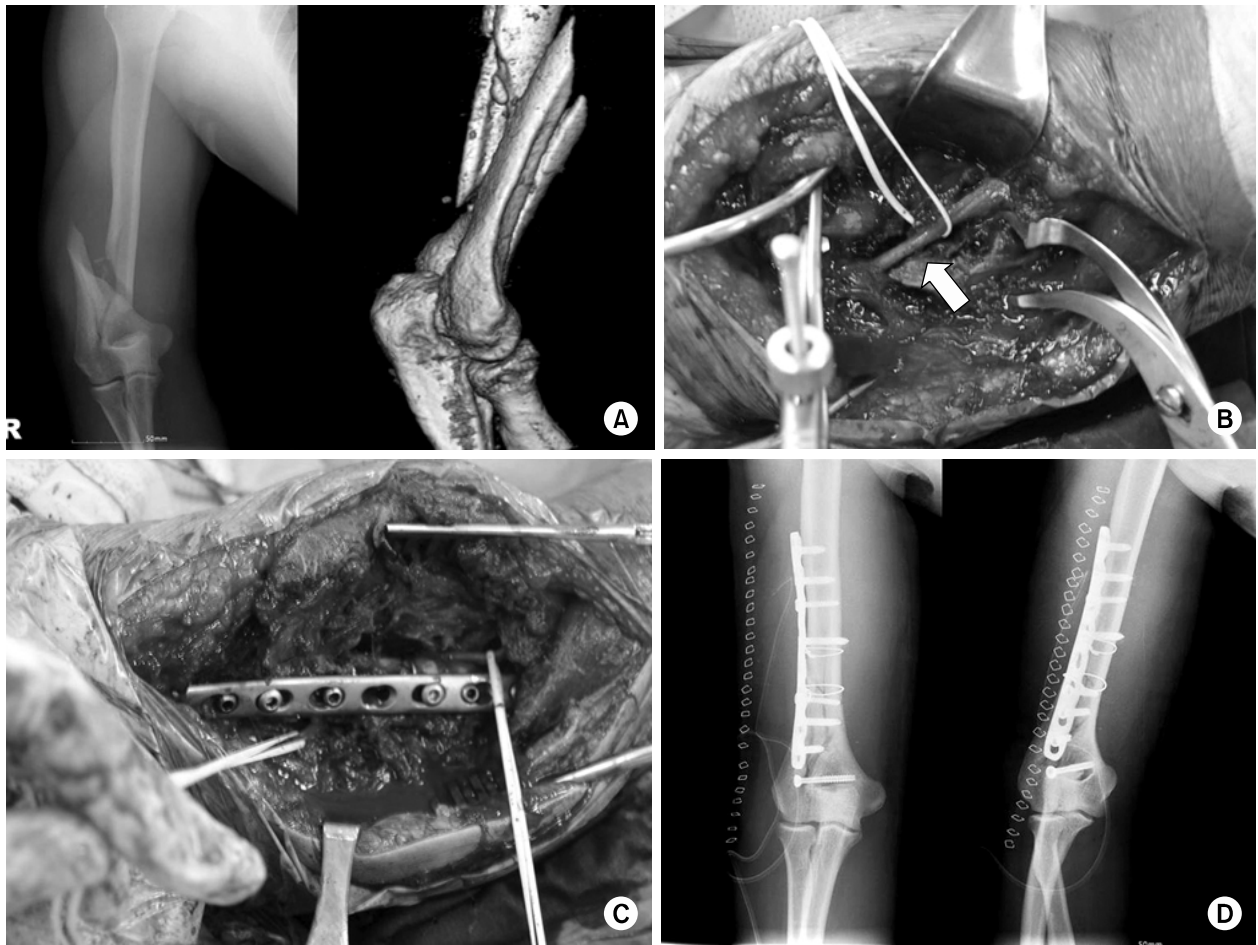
(A) Plain X-ray & CT image showing distal humerus comminuted fracture extending to articular surface. (B) Radial nerve (arrow) overlying fracture site in the operative findings. (C) Clinical photograph showing radial nerve without tension behind fracture site after plate fixation and medial transposition of nerve. (D) Postoperatively, X-ray shows good reduction without neurologic deficits.
